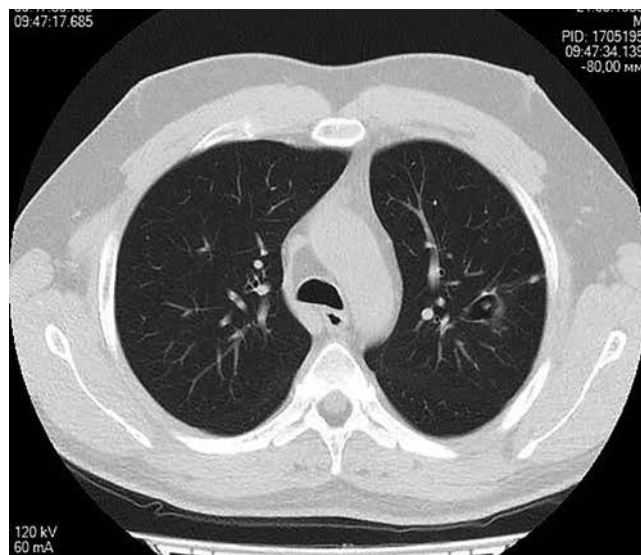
КТ ОГК больного С. на момент окончания полного курса противотуберкулезной химиотерапии (описание в тексте)
